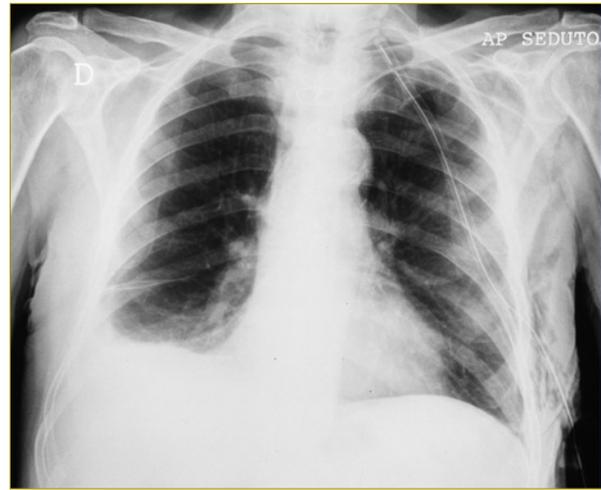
Radiografia polmonare eseguita come *follow up* dopo trattamento con C-PAP: completo riassorbimento dell'edema polmonare a sinistra.
